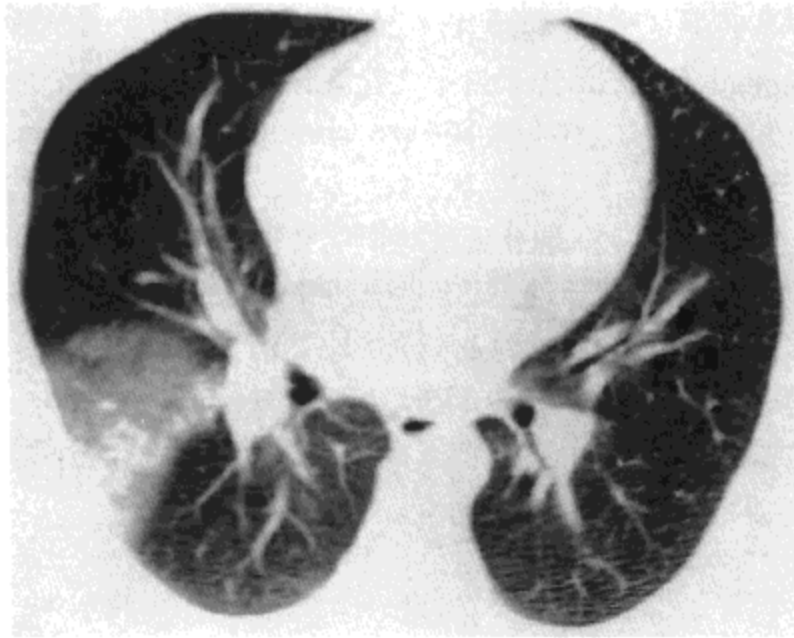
急性肺血栓栓塞。CT 影像示右肺中叶楔形，以胸膜为基底的磨砂玻璃样密度区与实变灶。病人男，37 岁。
